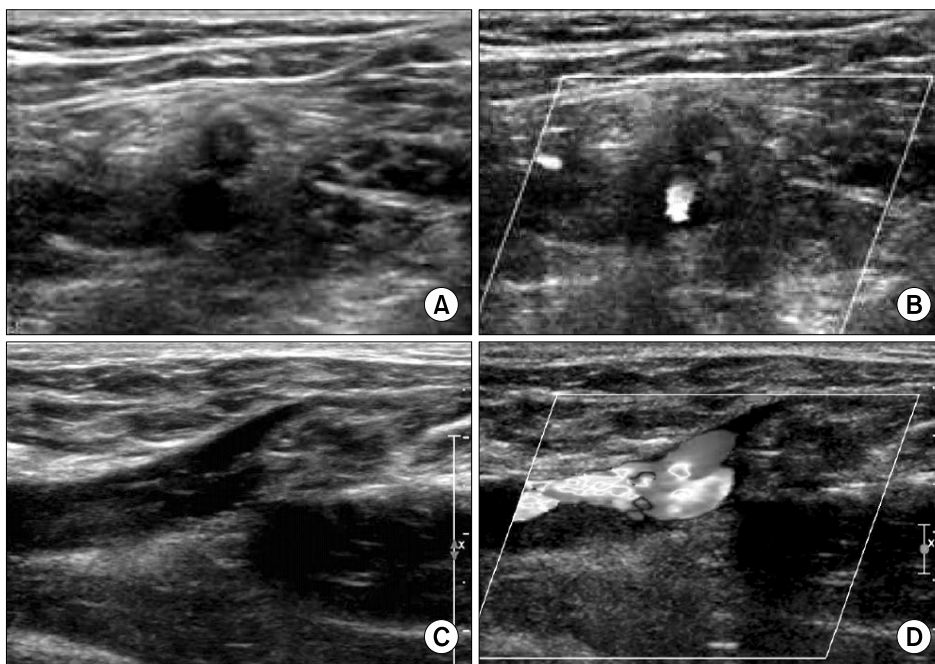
Doppler sonography shows echogenic lesions in left popliteal vein (A, B) and left femoral vein (C, D).
